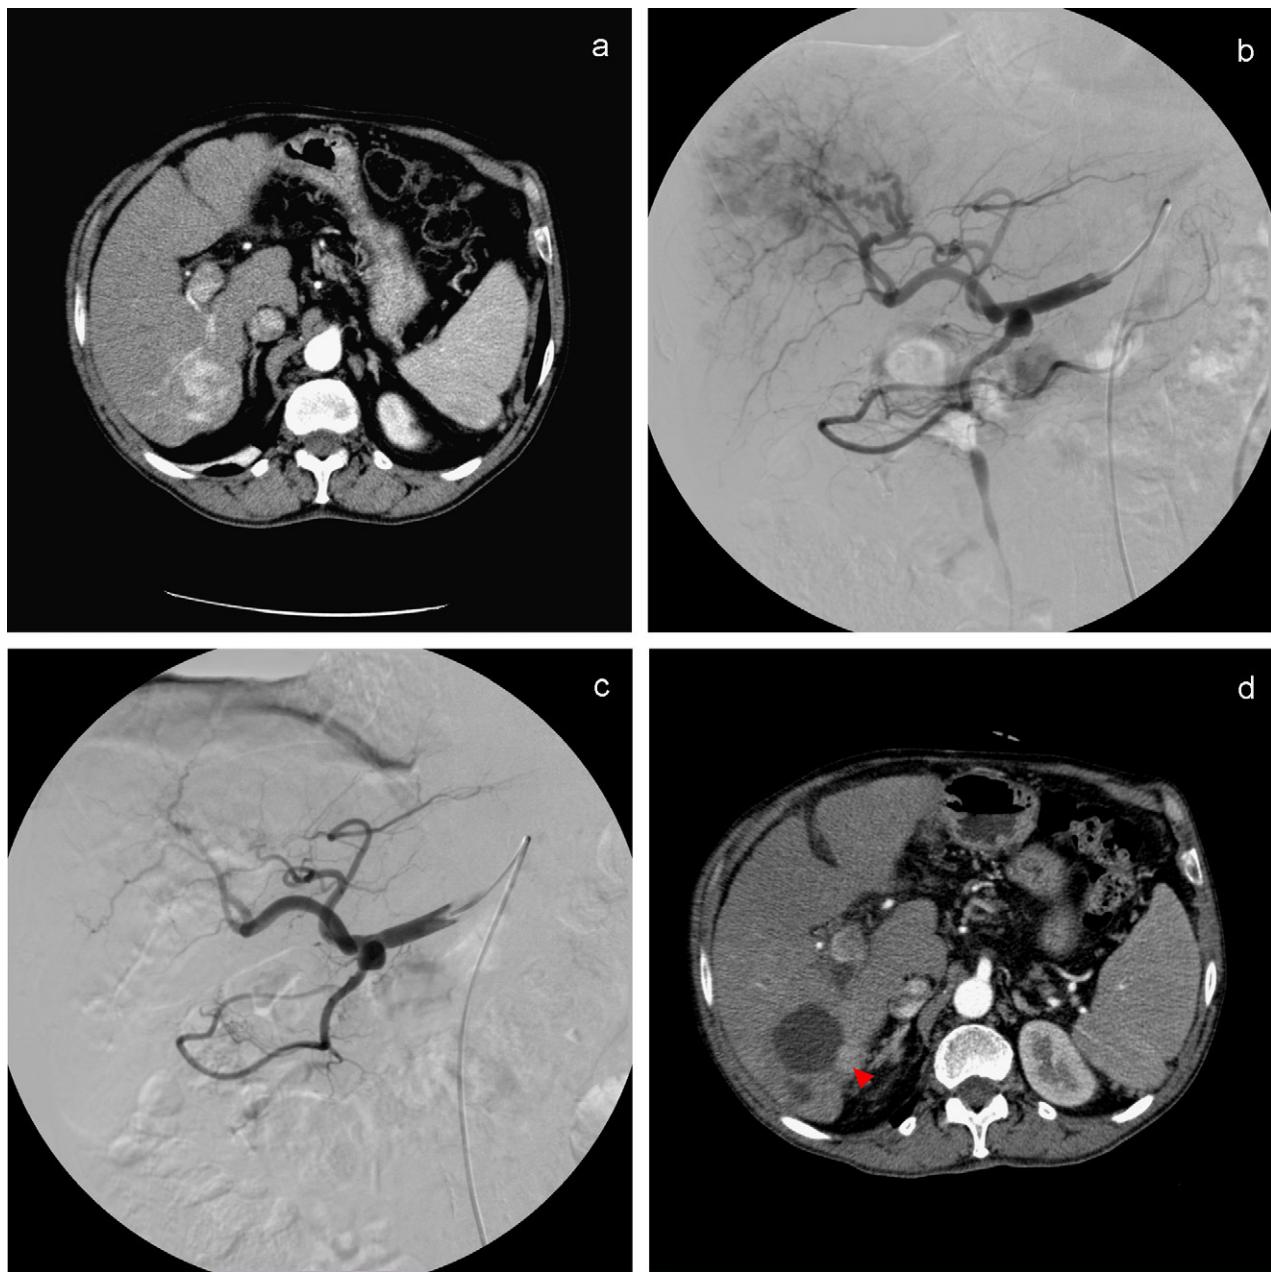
TC abdominopélvico en la fase arterial que muestra LOE hipervasculares en el segmento VI (a). b) Angiografía que muestra LOE hepática hipervasculares dependientes de las ramas segmentarias de la arteria hepática derecha. c) Angiografía postembolización que muestra la oclusión de los vasos nutrientes del tumor. d) TC abdominopélvico de control a los 3 meses de la TACE que muestra una pequeña captación nodular periférica del contraste IV (punta de flecha) en relación con la respuesta parcial (PR).
